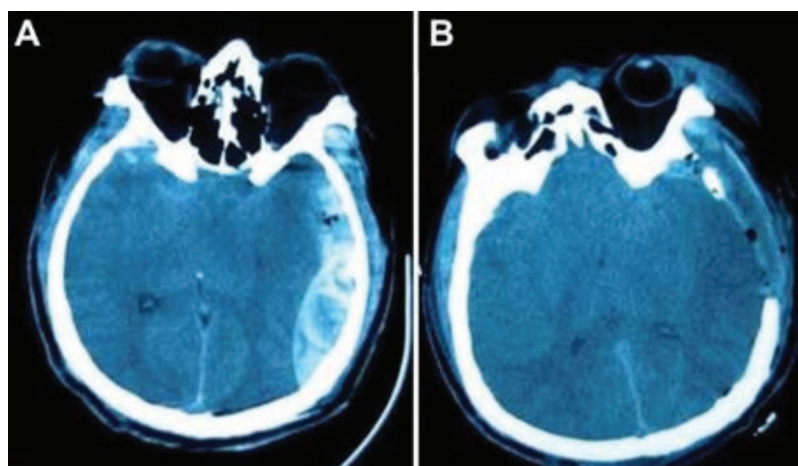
КТ-грамма больного группы А с субдуральной и эпидуральной гематомами с поджатыми базальными цистернами (А). Больной подвергнут декомпрессивной краниэктомии с массивной эвакуацией (В)
